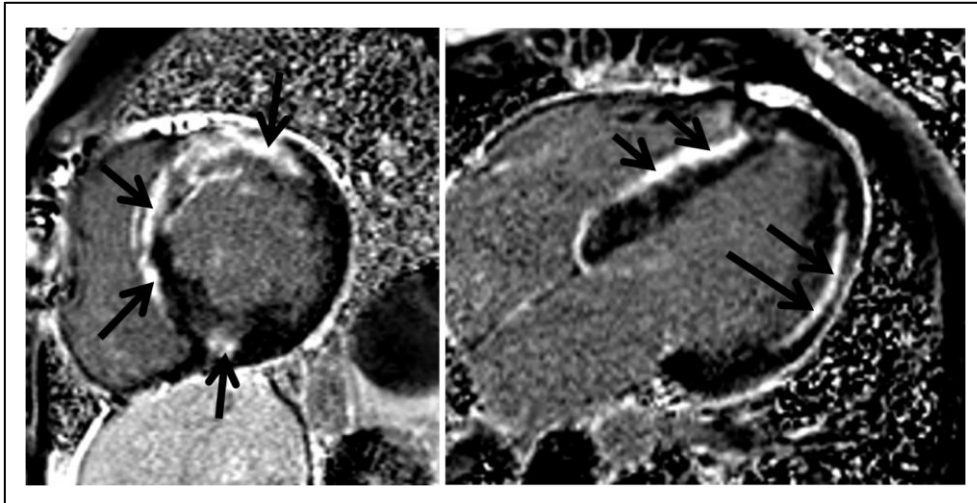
Kardio-MRT mit Nachweis von LGE.
